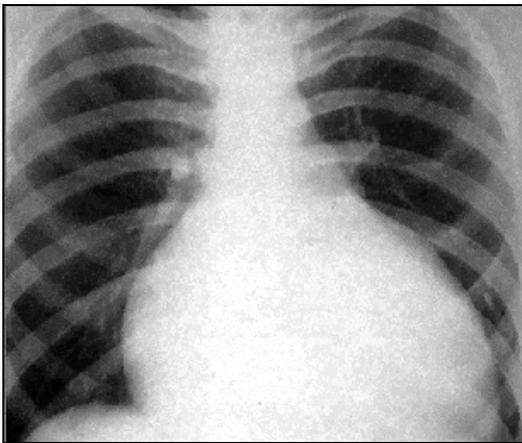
Radiographie en effusion péricardique
